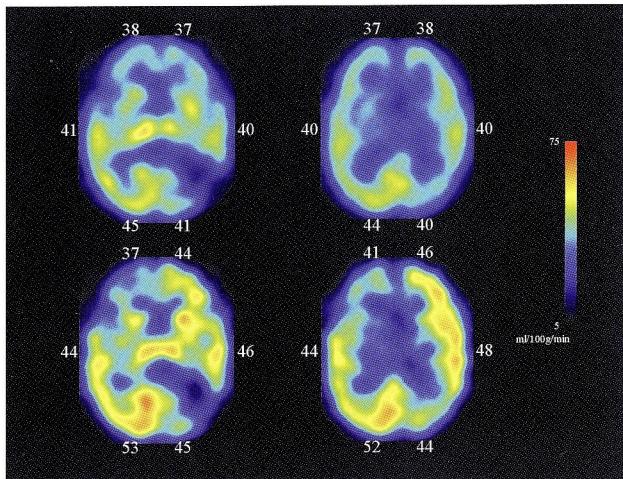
STENT施行前の ^{123}I -IMP SPECT
